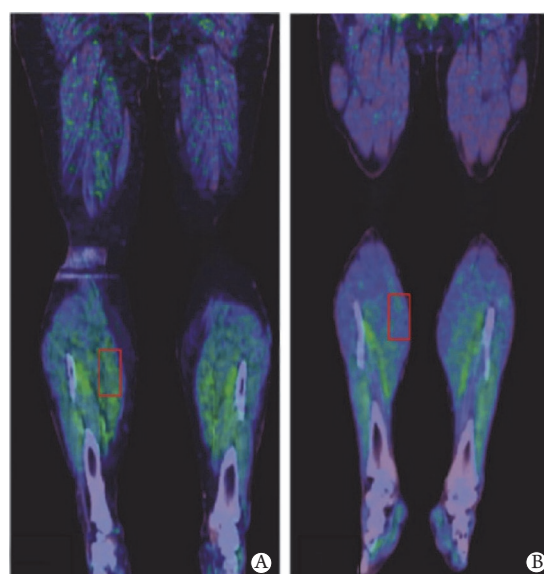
散发性包涵体肌炎患者与不明原因肌痛患者的¹¹C-PIB PET/CT图像^[17]
